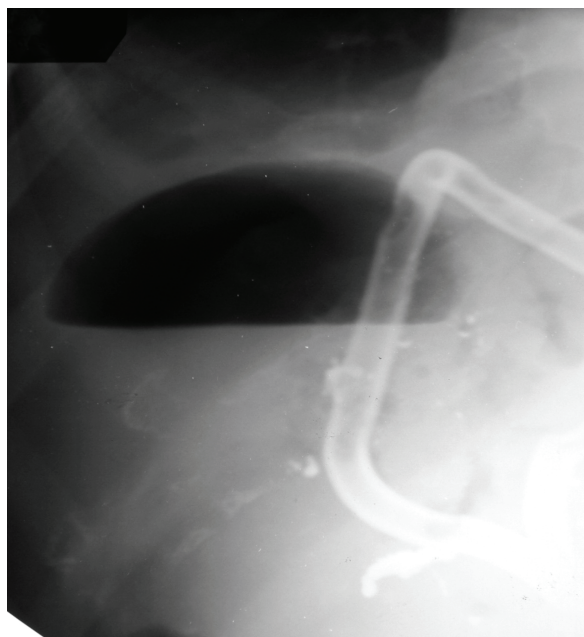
Обзорная рентгенограмма брюшной полости больной Н. Полость с уровнем в проекции правой половины печени
